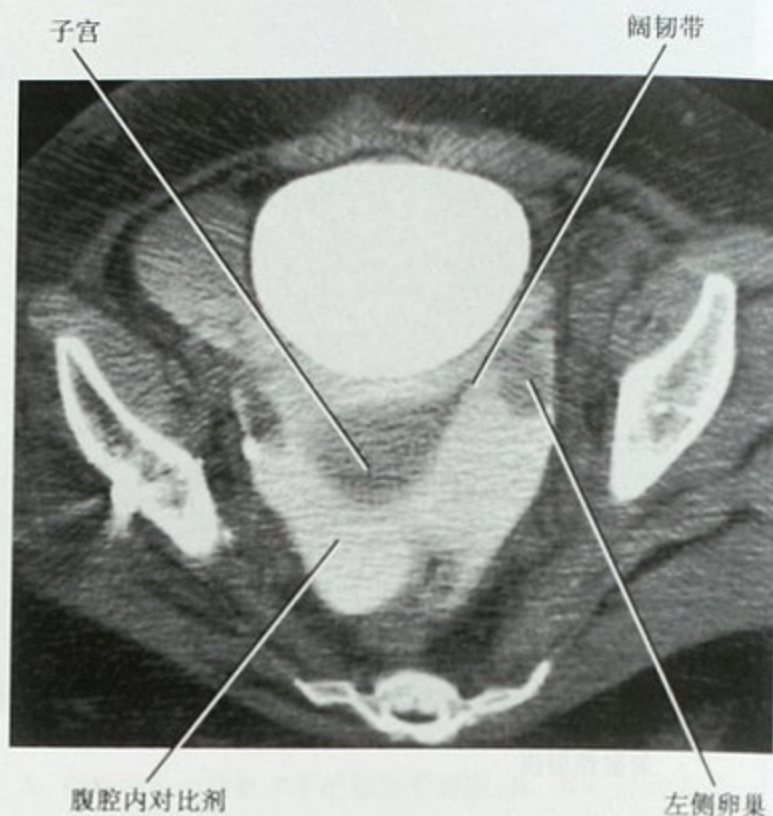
CT 膀胱造影显示腹腔内膀胱破裂。膀胱充满稀释对比剂后盆腔 CT 扫描可见腹腔内混有对比剂的积液,这提示腹腔内膀胱破裂。稀释的对比剂浓度应该稍低于这幅图像的浓度,因为现在的对比剂产生硬化伪影导致膀胱壁观察困难
